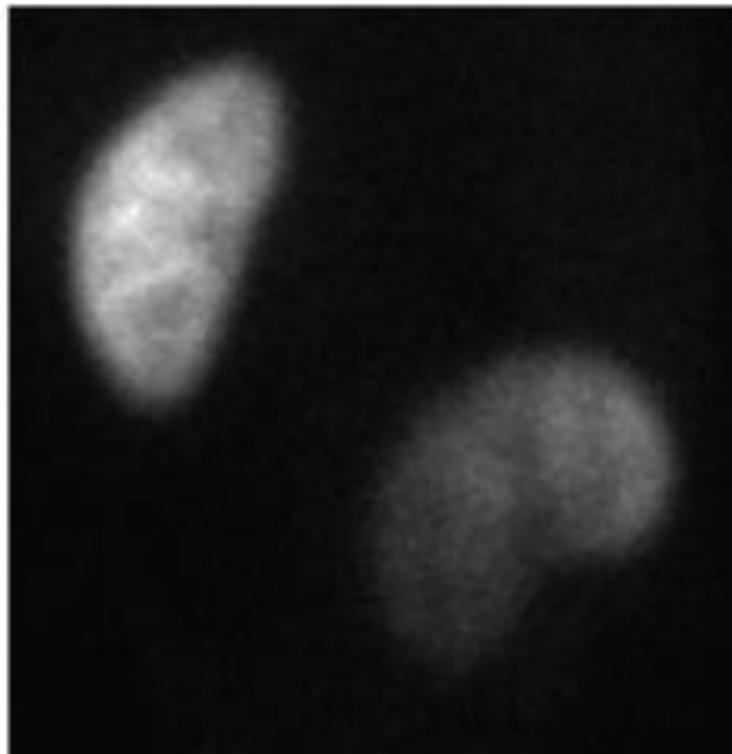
Statički scintigram bubrega: Multipli fokalni defekti u nakupljanju radiofarmaka kod bolesnika sa hroničnim pijelonefritisom.
